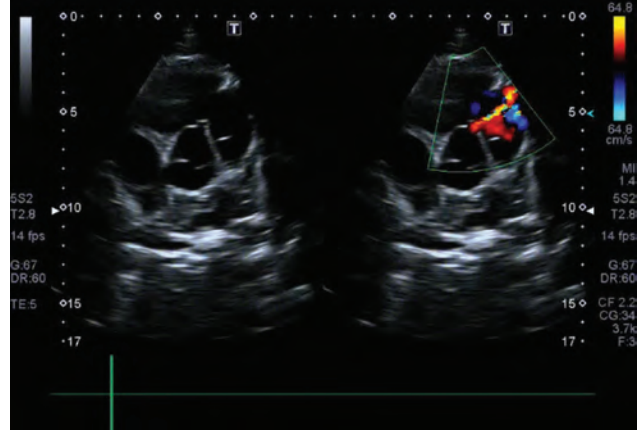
TTE parasternal short axis view shows left to right shunt.
